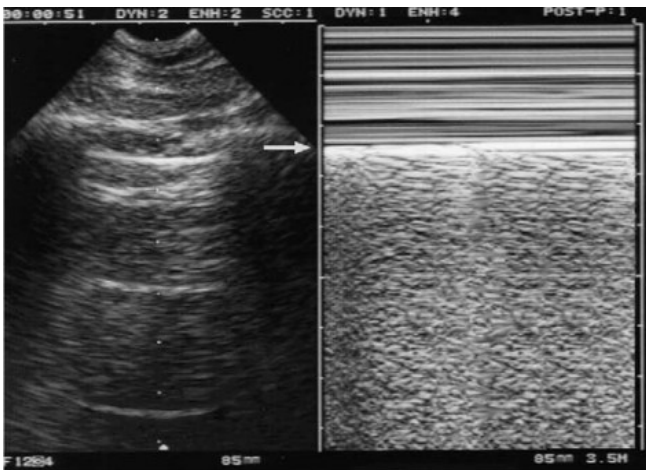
(Lichtenstein DA. Échographie pleuro-pulmonaire (30) : échographie pleurale normale. Présence d'une ligne B à gauche. A droite, la flèche correspond à la ligne pleurale, les structures superficielles, inertes, génèrent des lignes horizontales (vagues), et les artefacts profonds génèrent cet aspect sablé (signe du « bord de mer »).
